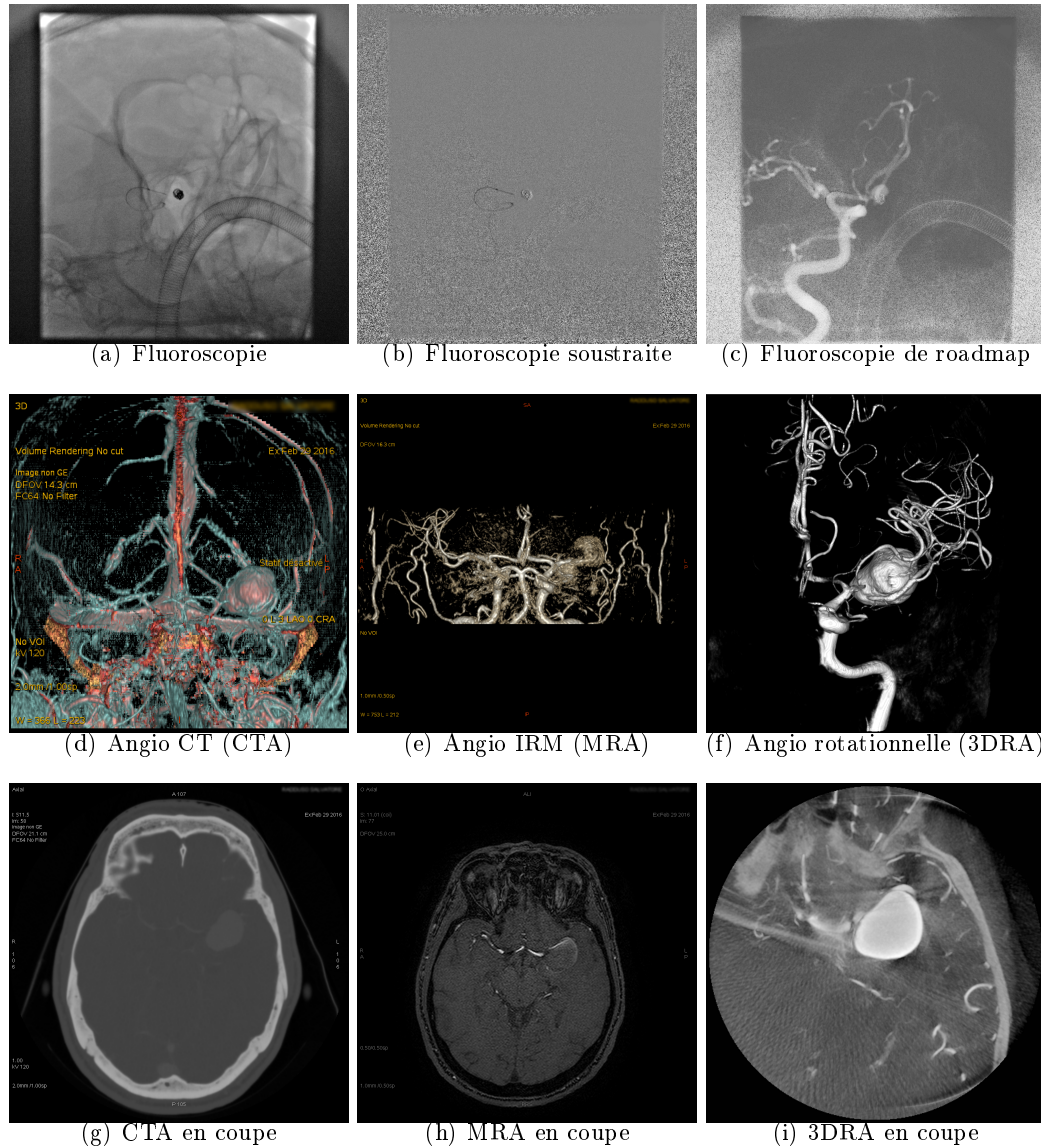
Modalités d'imagerie médicale employées en neuroradiologie interventionnelle : en haut, les différents modes de fluoroscopie mettent en évidence les difficultés pour visualiser l'anatomie et les micro-outils ; au centre, les 3 modalités d'angiographie 3D utilisées, chacune présentée avec un rendu volumique : la 3DRA offre la meilleure résolution vasculaire ; en bas, les trois mêmes modalités, en coupe axiale : l'IRM offre la plus riche information anatomique, mais présente des artéfacts de flux (absence de l'anévrisme).
